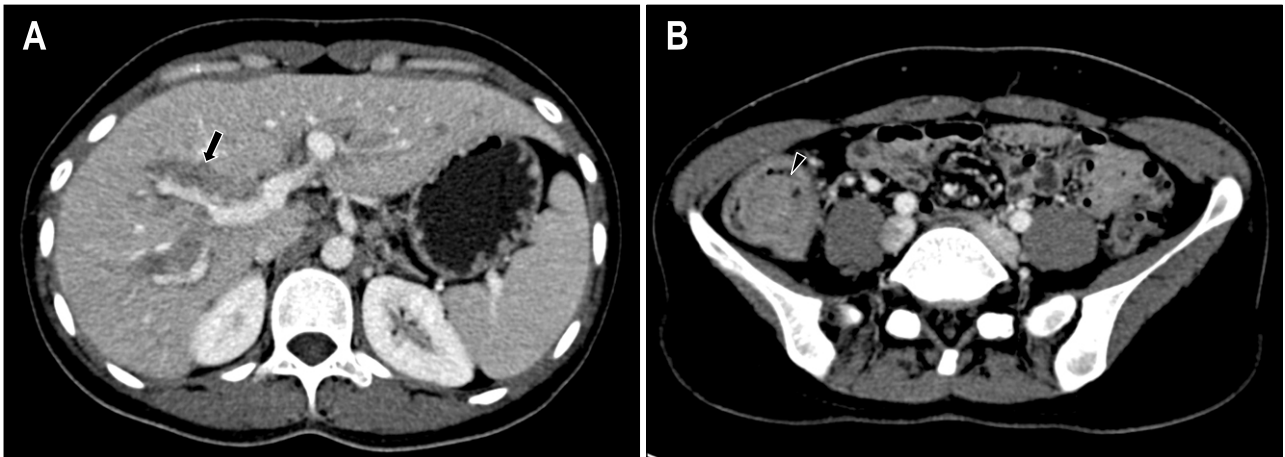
Initial Abdomen-pelvic CT findings. (A) There are diffuse infiltrative lesions along the portal tract of liver with minimal intrahepatic duct dilatation (arrow). (B) There is an intraluminal mass at proximal ascending colon with diffuse wall thickening without signs of obstruction (arrow head).
